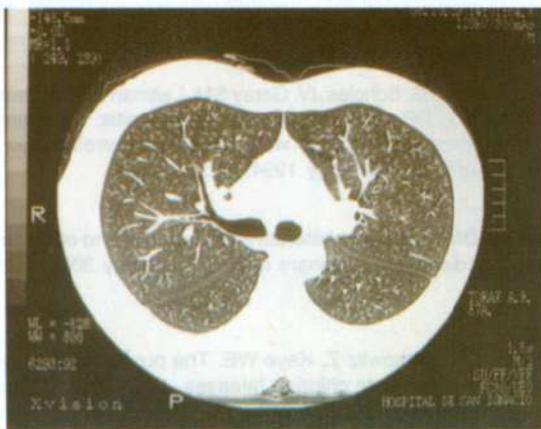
Corte de alta resolución de tomografía de tórax control.
